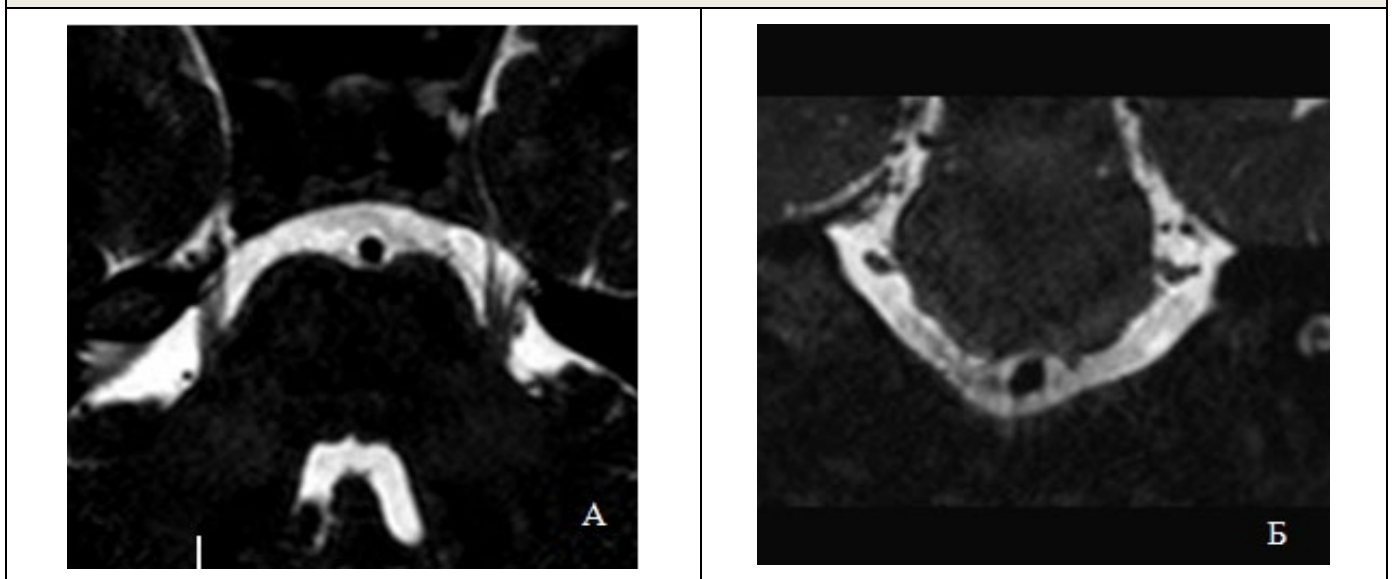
Томограммы в аксиальной (А) плоскости и во фронтальной (Б) плоскости в режиме 3D-CISS.
